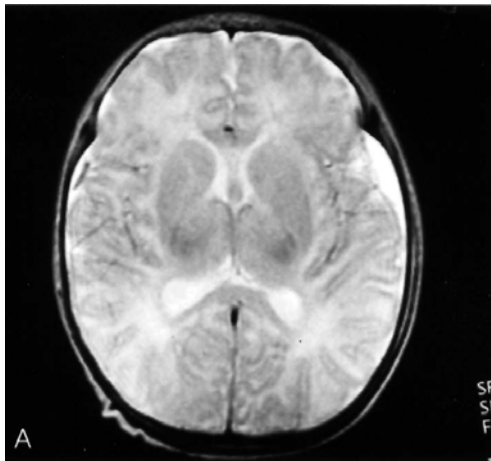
T2-weighted image shows chronic SDH in both temporal area, linear dark signal in right temporal SDH is a hematoma of recent rebleeding.
